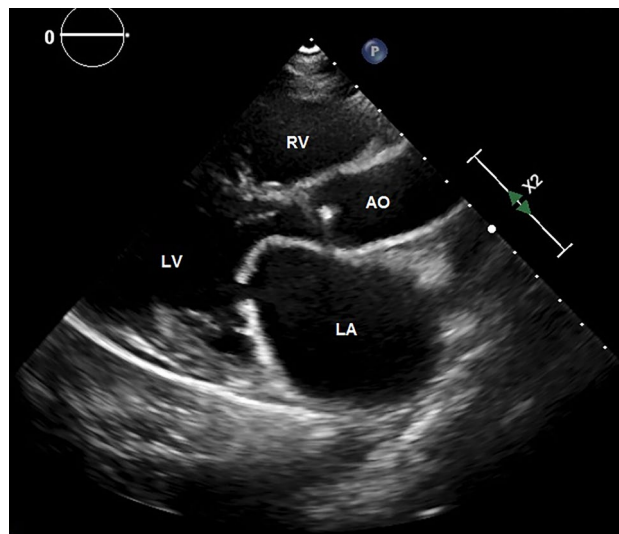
Parasternal long axis view in diastole, showing diastolic doming (hockey-stick shape) of anterior mitral valve leaflet and thickened, restricted posterior mitral valve leaflet. AO aorta, RV right ventricle, LV left ventricle, LA left atrium.
